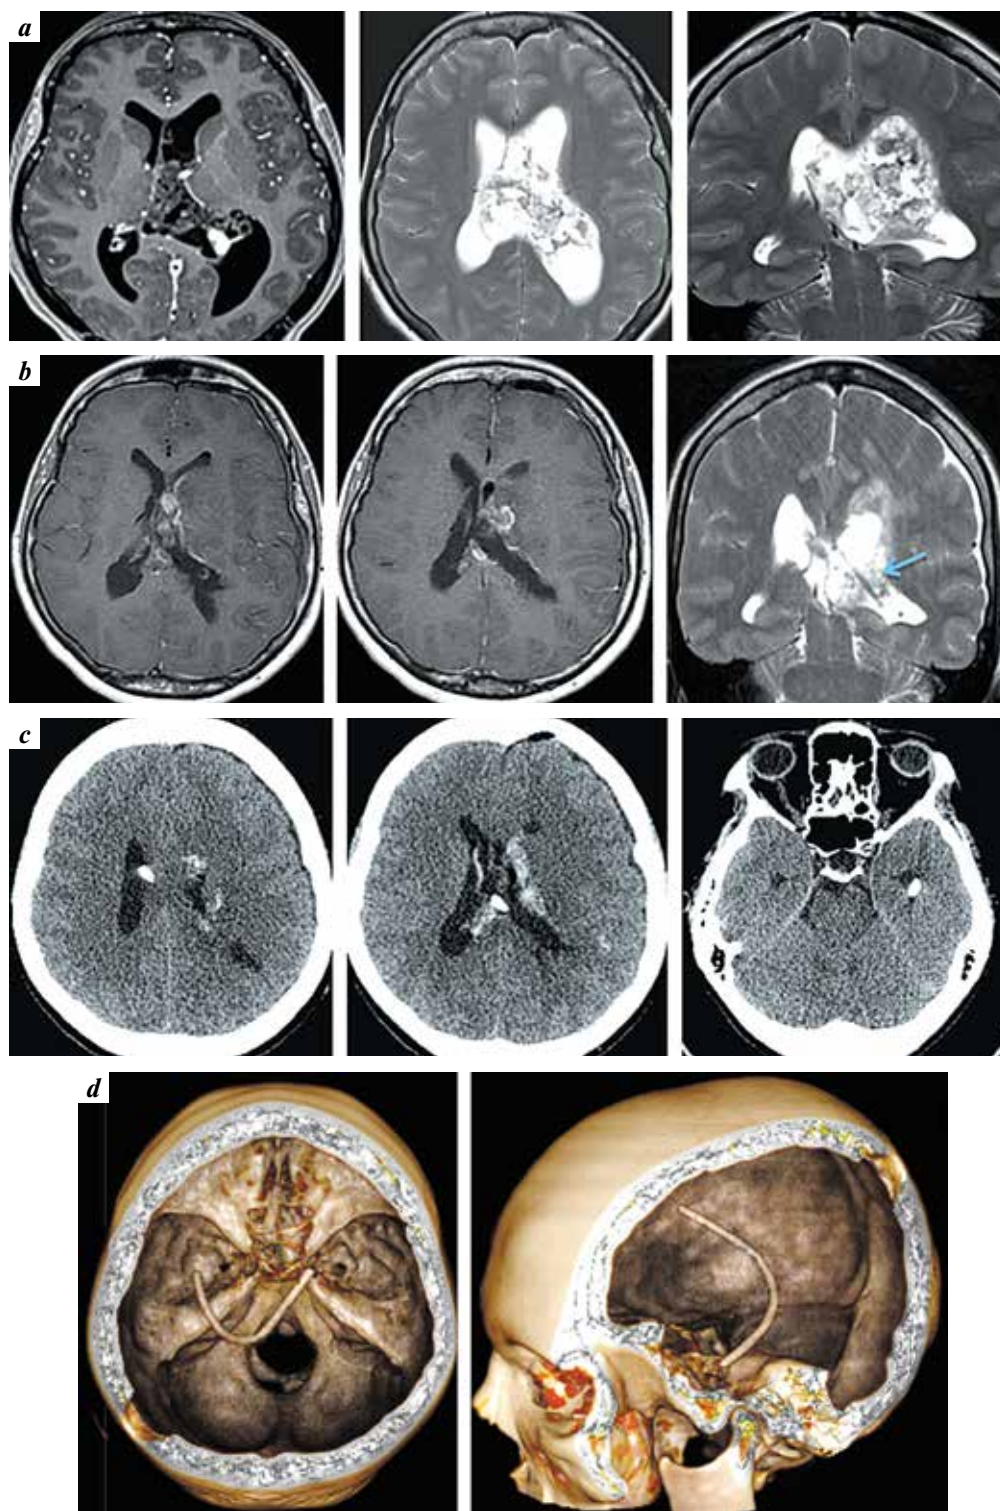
Examination data of a female patient who underwent resection of central neurocytoma of the left lateral ventricle with single-step stenting of the ventricular system: *a* — preoperative contrast-enhanced T1- and T2-weighted magnetic resonance images: hyperintense space-occupying lesion advancing into the pellucid septum, anterior horn, body and trigone of the left ventricle areas heterogeneously accumulating the contrast agent is visualized; *b* — postoperative contrast-enhanced T1-weighted magnetic resonance images: absence of residual tumor; in the trigone projection, ventricular catheter (arrow) is visualized; *c, d* — axial computed tomography images (*c*) and 3D reconstruction (*d*) show the location of ventricular catheter in the ventricular system
